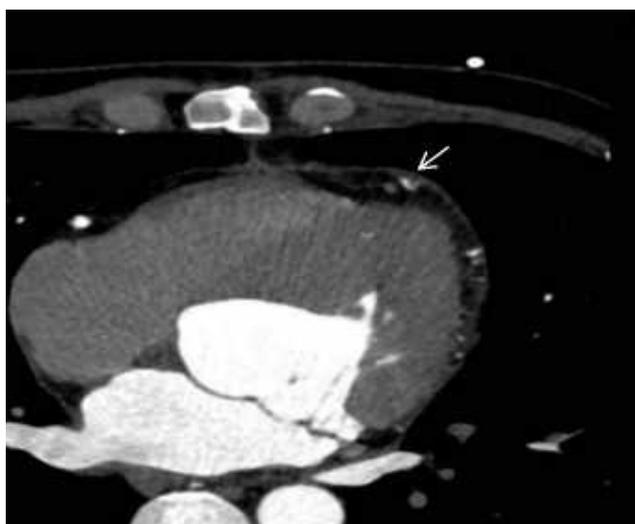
本次入院冠状动脉CT，白色箭头示左前降支远端充盈缺损，考虑血栓栓塞
